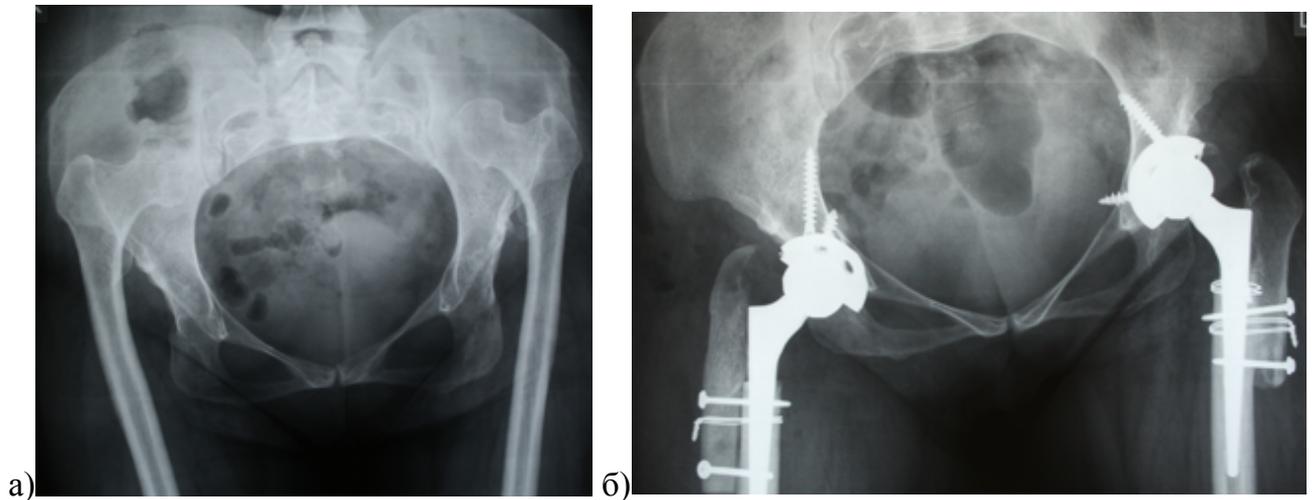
Рентгенограммы таза пациентки 48 лет с двусторонним высоким вывихом бедра типа С2 по Hartofilakidis: а) перед операцией визуализируются хорошо развитые проксимальные отделы бедренной кости, но при этом имеются крайне узкие каналы бедра; б) при операции выполнена низкая остеотомия для возможности установки бедренных компонентов в канале кости – видно, с обеих сторон бедренные компоненты высоко выстоят над уровнем опиленной кости
